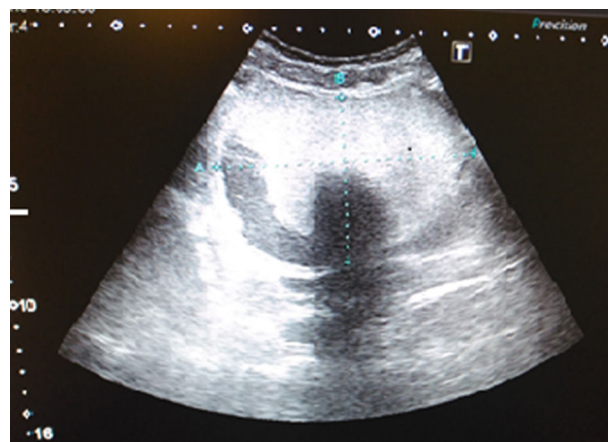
Ecografía de abdomen.
